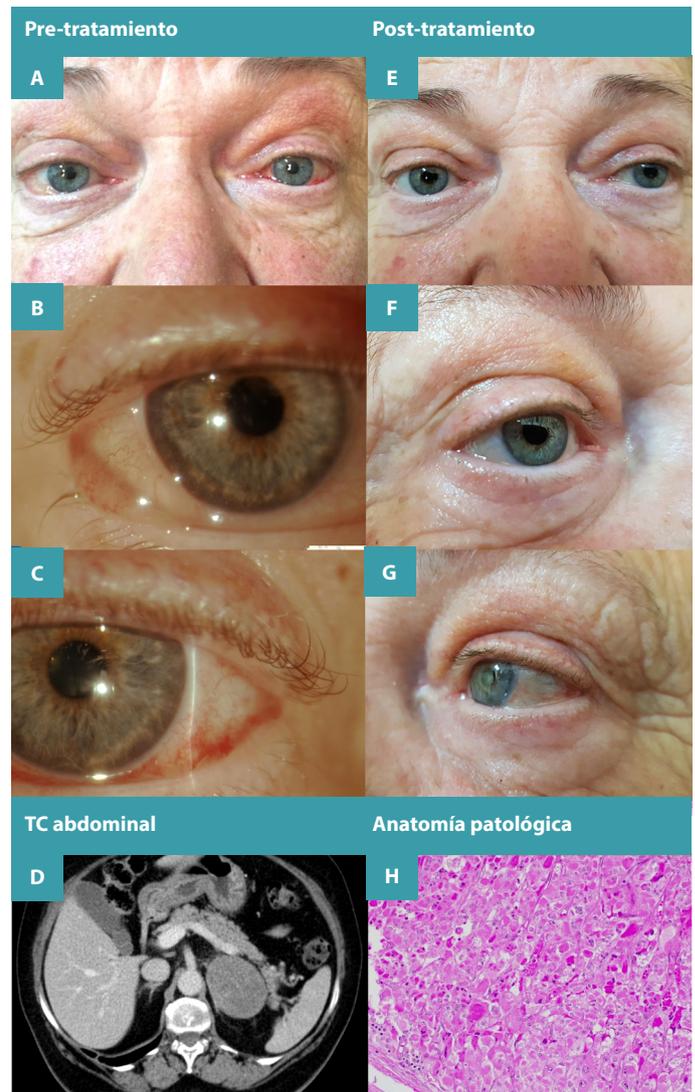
Resolución de quemosis conjuntival tras cirugía de tumor suprarrenal. A la izquierda se observan fotografías pre-tratamiento. A. Ambos ojos con quemosis bilateral de predominio inferior. B. Ampliación ojo derecho. C. Ampliación ojo izquierdo. A la derecha fotografías post-tratamiento. E. Ambos ojos con resolución de quemosis conjuntival. F. Ampliación de ojo derecho. G. Ampliación de ojo izquierdo. En la parte inferior se observan las imágenes de la anatomía patológica y TC abdominal con masa sólida suprarrenal de 7x5,6 cm.
